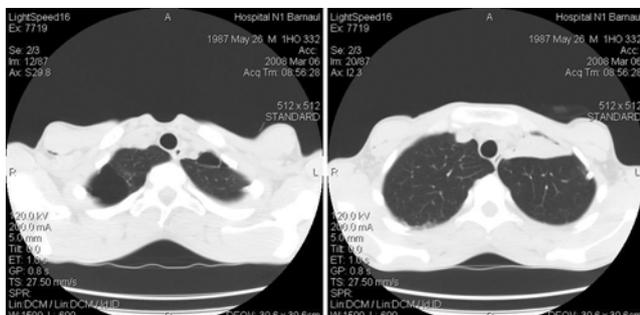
Компьютерные томограммы органов грудной клетки больного 20 лет при выписке из стационара
